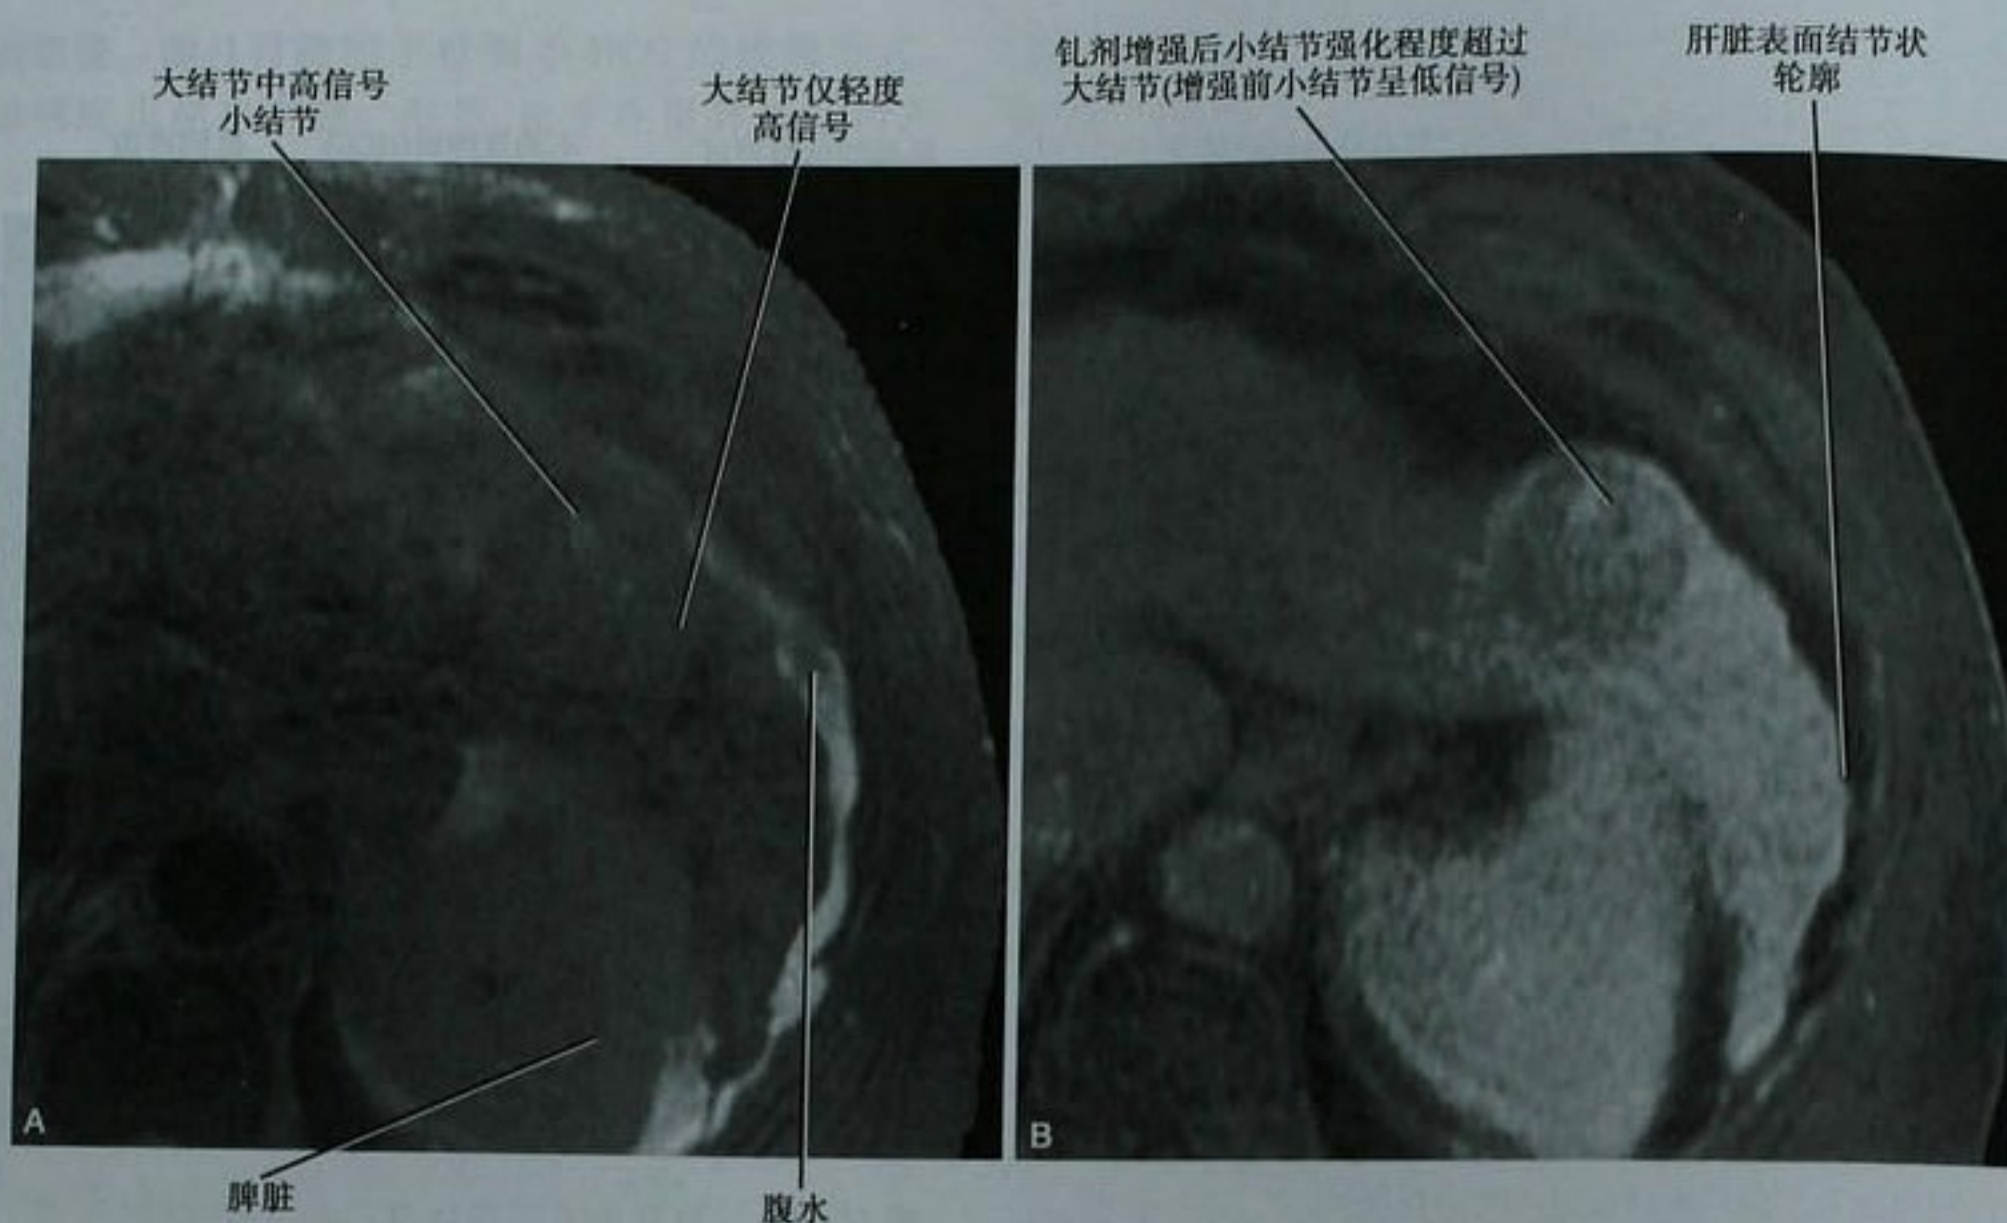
肝硬化患者“结节内结节”MRI 轴位 T2 像(A)和钆剂增强 T1 像(B)
